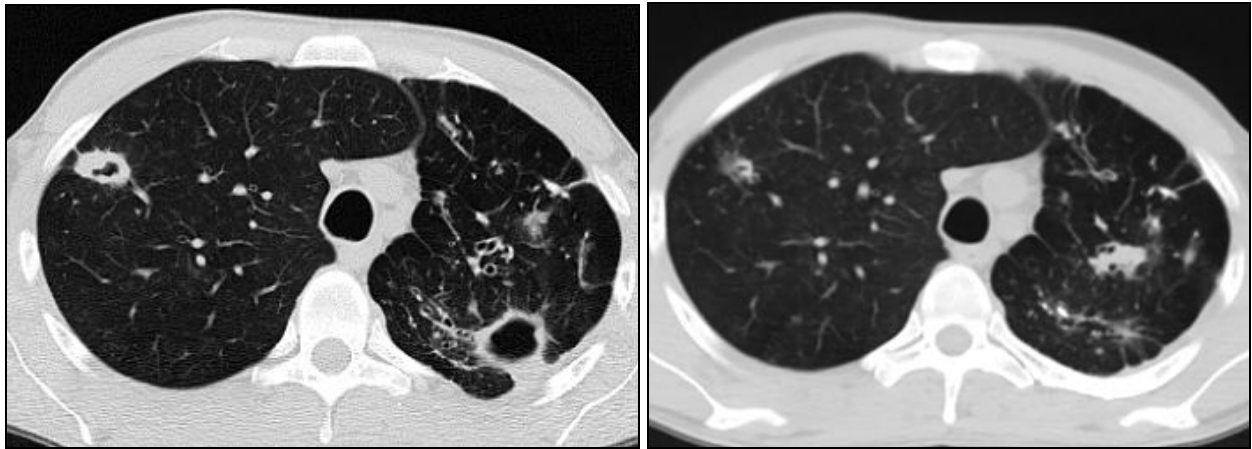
МСКТ ОГП до початку лікування та через 5 міс ОК АМБТ
